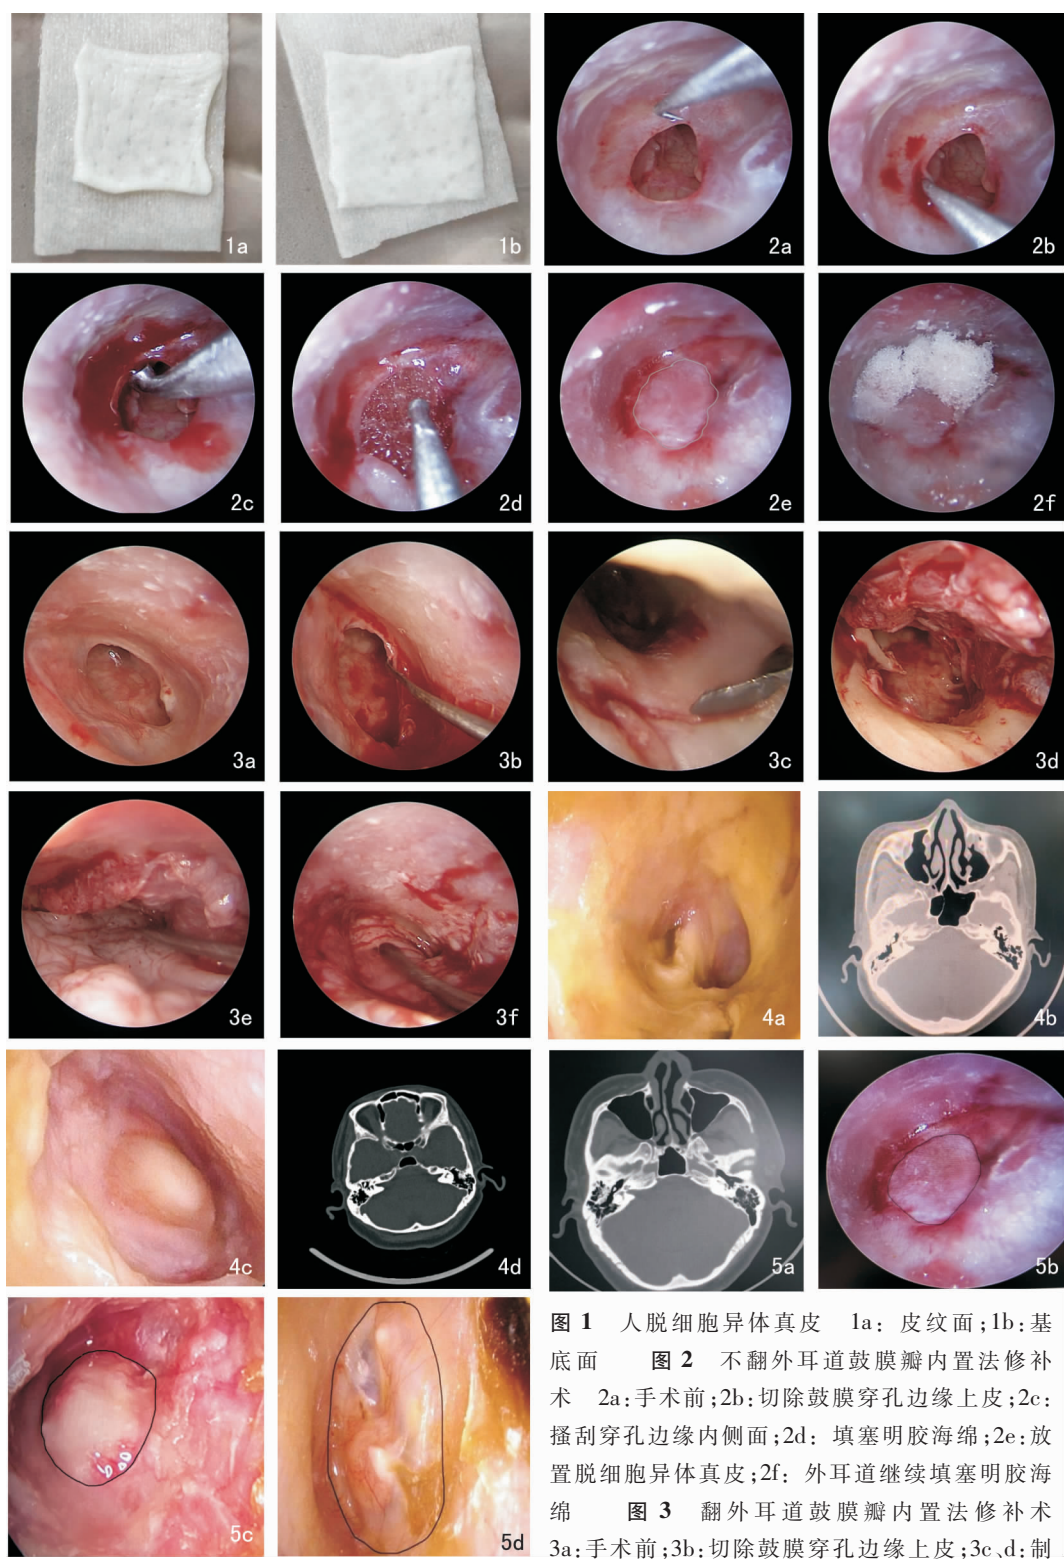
人脱细胞异体真皮 1a: 皮纹面;1b: 基底面 图 2 不翻外耳道鼓膜瓣内置法修补术 2a: 手术前;2b: 切除鼓膜穿孔边缘上皮;2c: 搔刮穿孔边缘内侧;2d: 填塞明胶海绵;2e: 放置脱细胞异体真皮;2f: 外耳道继续填塞明胶海绵 图 3 翻外耳道鼓膜瓣内置法修补术 3a: 手术前;3b: 切除鼓膜穿孔边缘上皮;3c, d: 制作外耳道皮瓣;3e, f: 放置人脱细胞异体真皮 图 4 术后鼓膜未愈合患者专科检查 4a: 真皮脱出; 4b: CT 示感染期乳突;4c: 术后 1 个月鼓膜复查;4d: 术后 1 个月 CT 复查 图 5 典型病例 5a: 术前 CT;5b: 耳内镜下放置人脱细胞异体真皮;5c: 术后 1 个月复查耳内镜;5d: 术后 3 个月复查耳内镜
